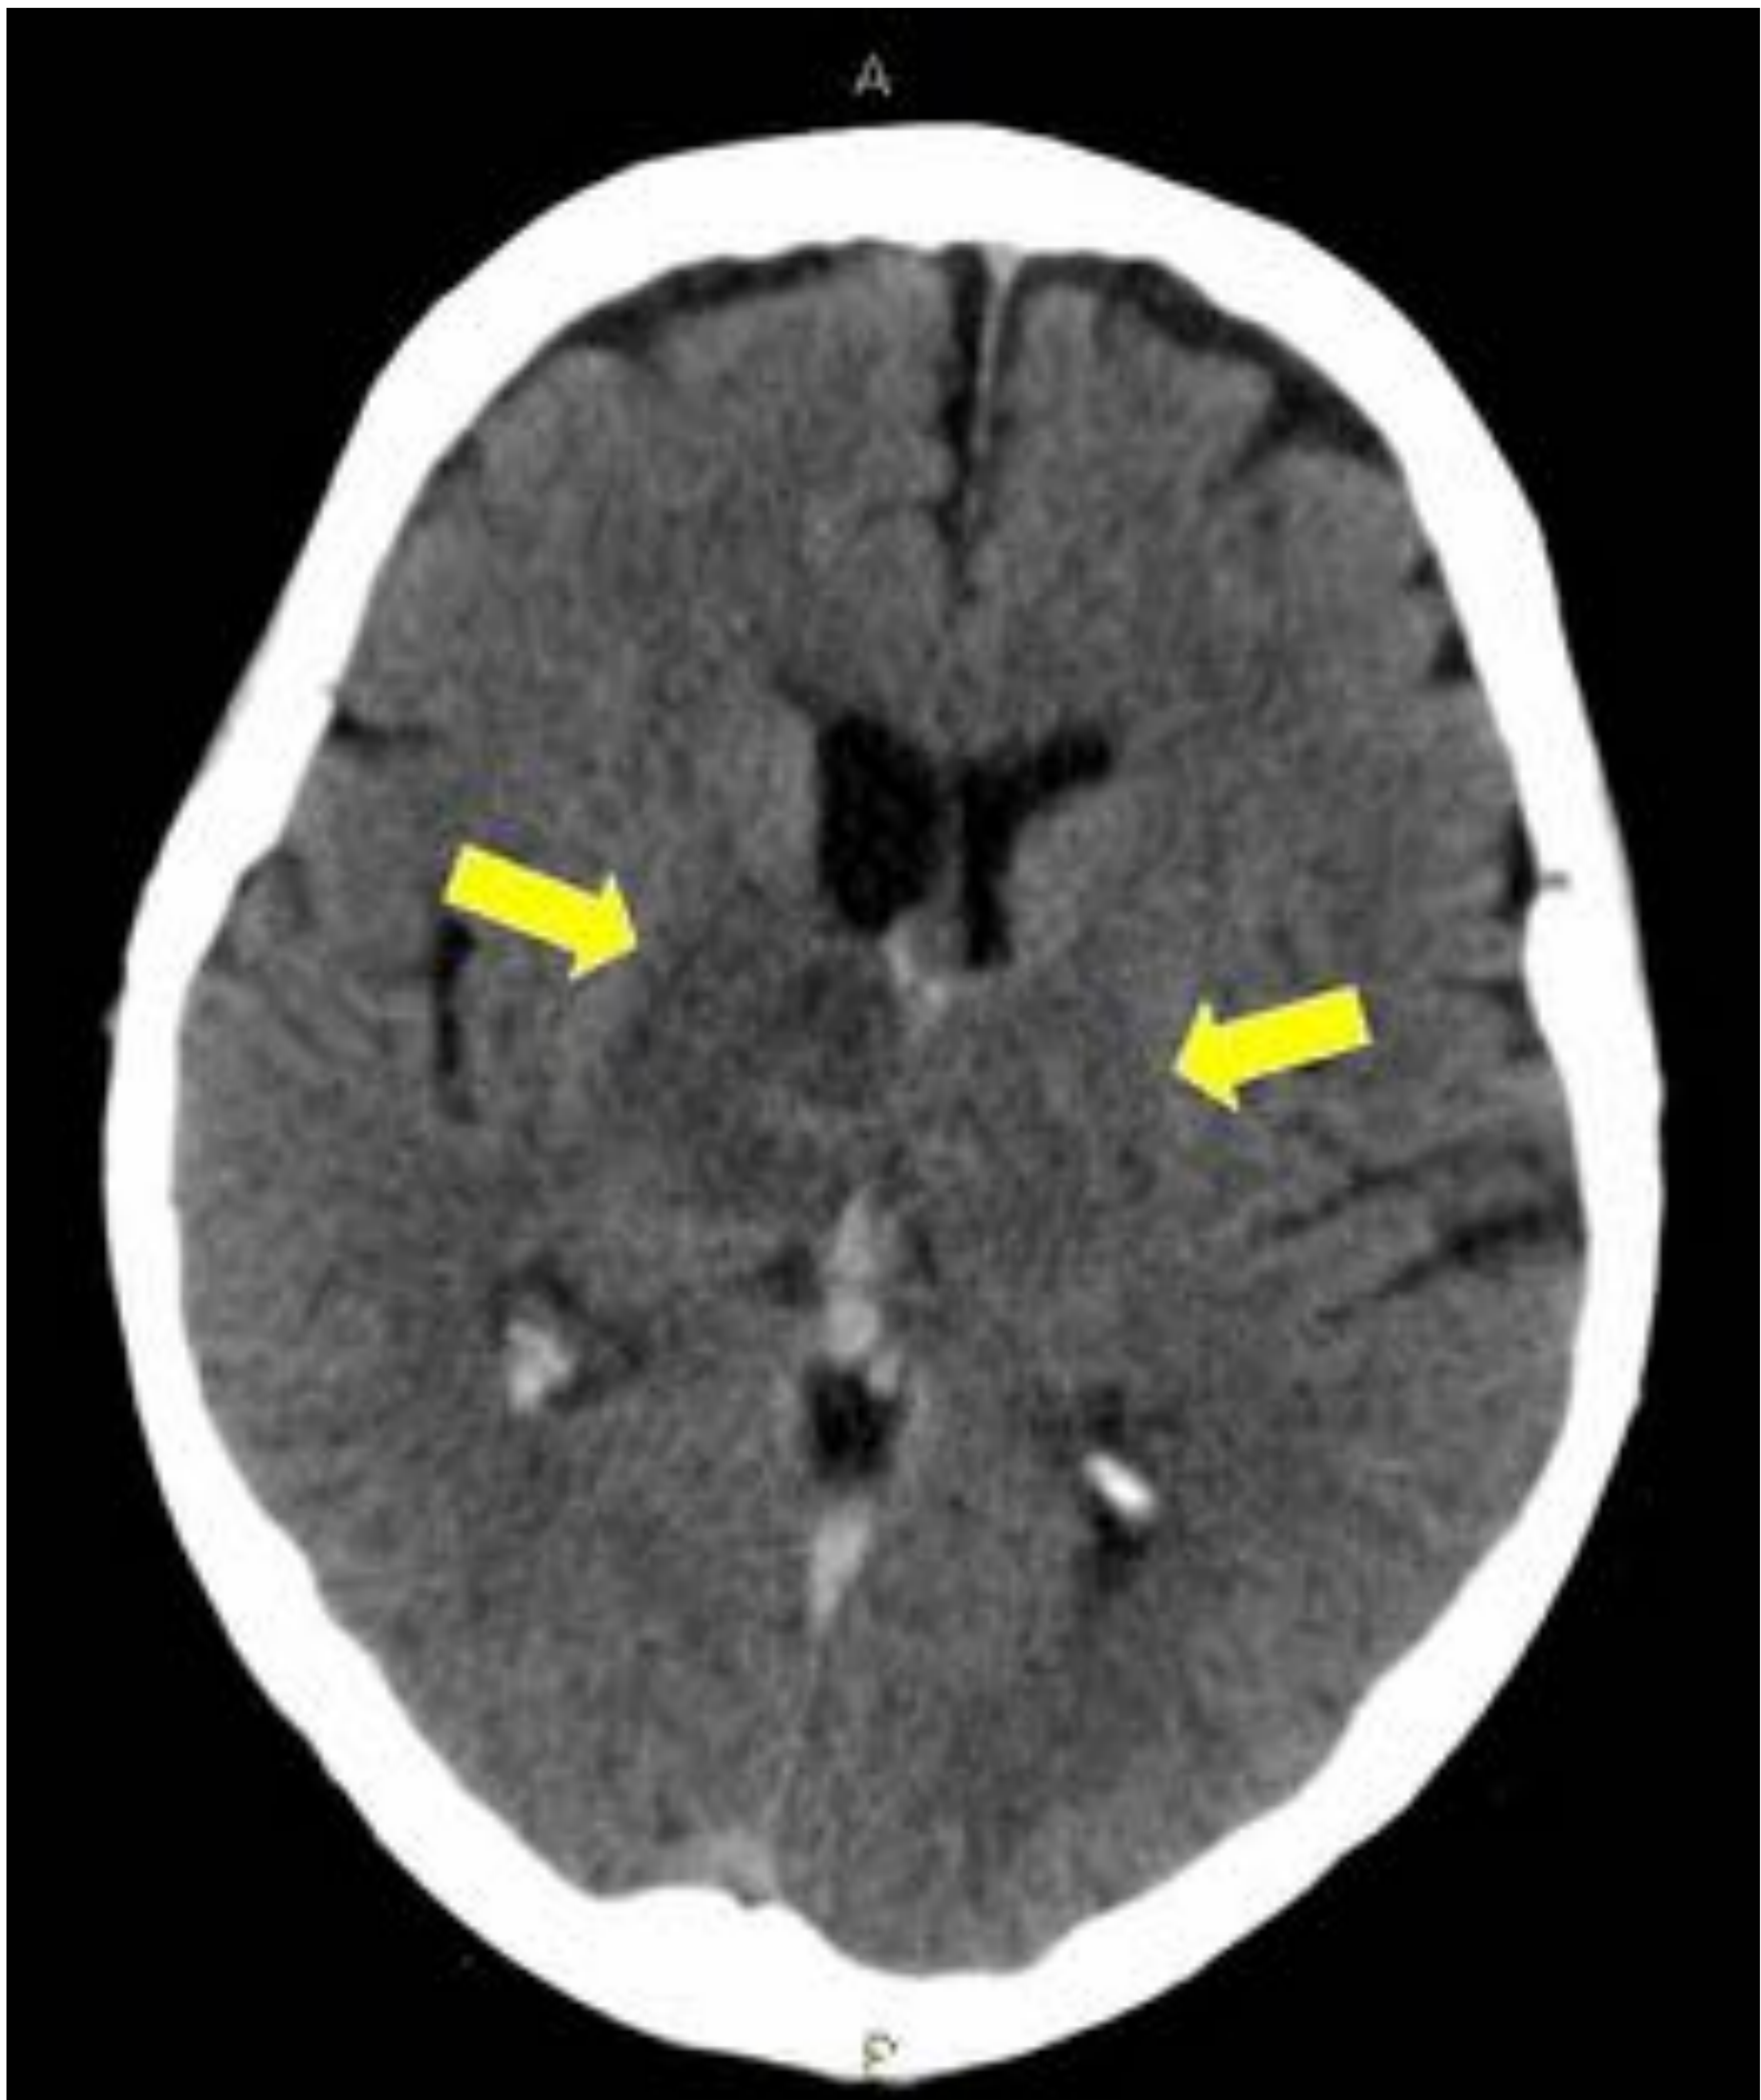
Mujer de 61 años, ex fumadora, con dolor de cabeza severo y bradipsiquia. La TC sin contraste muestra una hipoatenuación talámica bilateral, más llamativa en el lado derecho (flechas amarillas).
